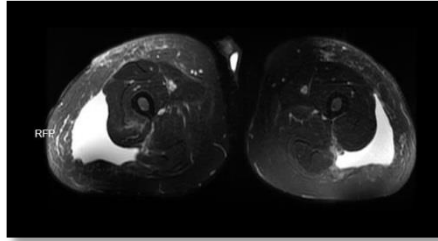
Aksiyel kesitte T1 ağırlıklı manyetik rezonans görüntülemesinde Morel-Lavallée lezyonu
